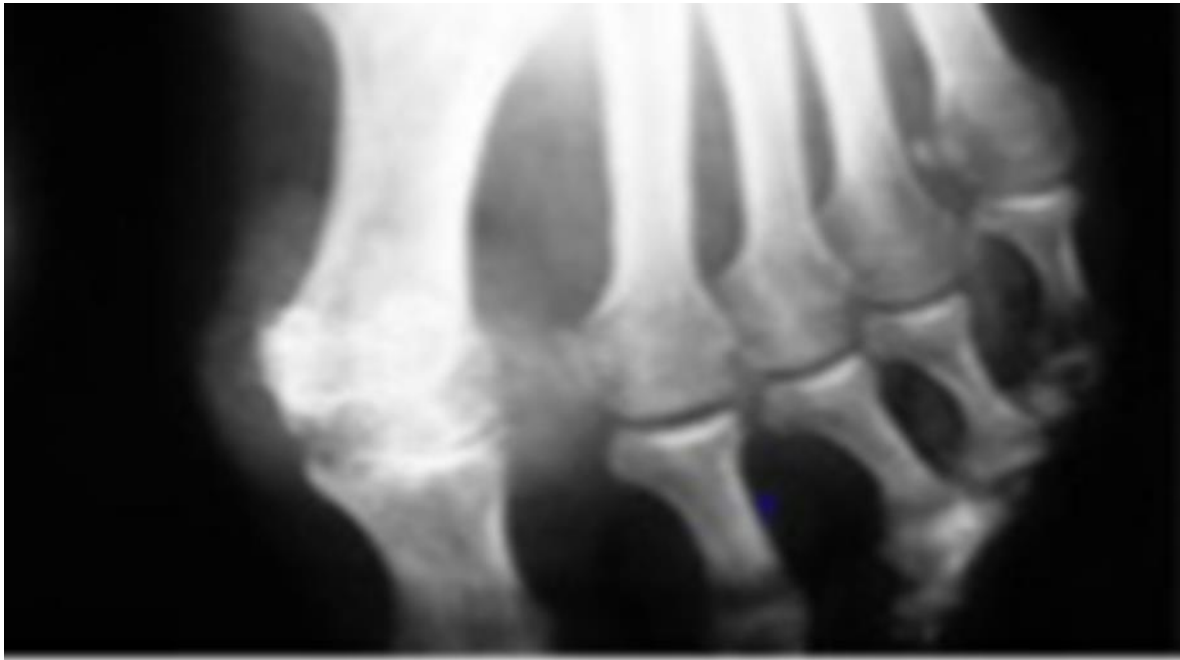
Aspect radiographique de polyarthrite rhumatoïde.
